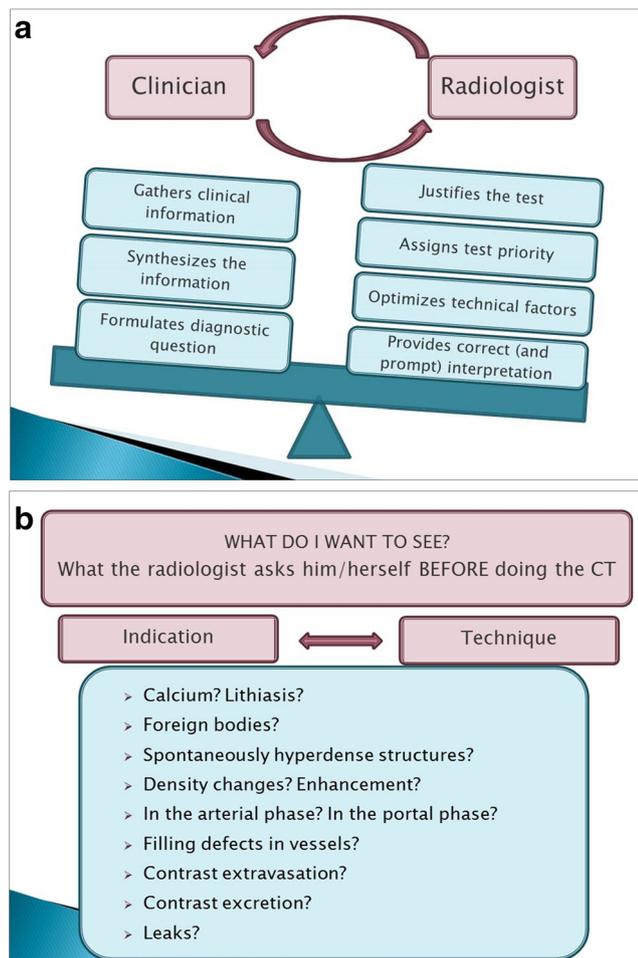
Sample slides. a Synergy between the clinician ordering the test and the radiologist begins with the formulation of a diagnostic question based on clinical data; the same data influence the performance of the imaging test and its interpretation by the radiologist in response to the question of the clinician. b Detail outline of the mental process from clinical suspicion to the radiological features explored by the radiologist, which require different image acquisition techniques in computed tomography
